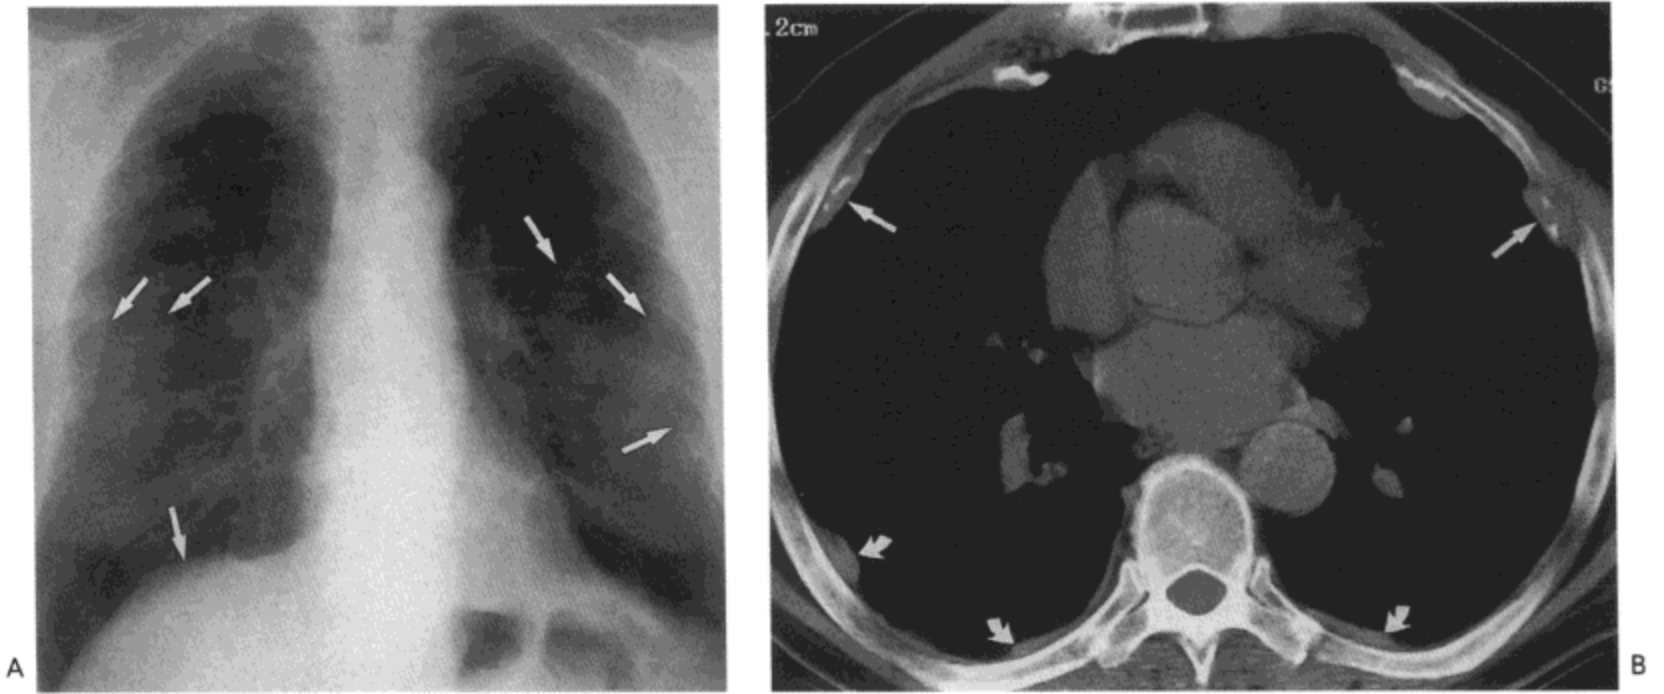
胸膜斑。A: X线胸片示多发的胸膜斑(箭号),表现为局限性密度增高区,具有典型界限清楚的边缘(斑块与肺接触的部分)与界限模糊的边缘(斑块与胸壁接触的部分)。B: CT影像(7mm层厚)示双侧钙化性(直箭号)与无钙化的(箭号)斑块。病人为一68岁的造船厂工人。
